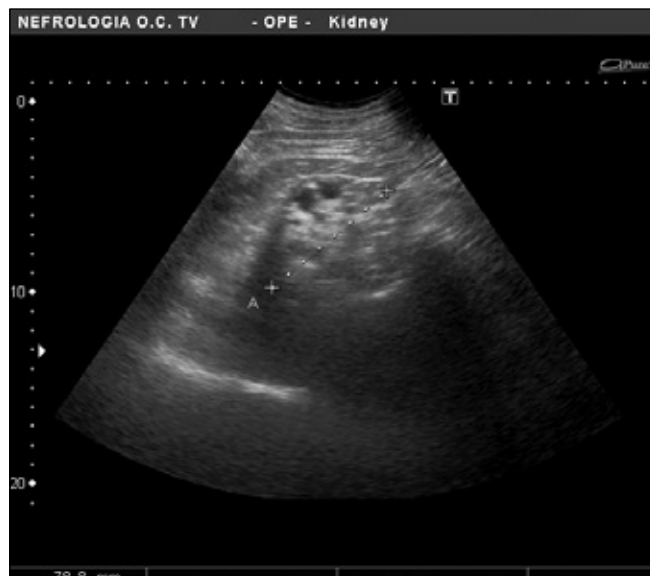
Controllo ecografico a 15 mesi dall'evento: regressione completa dell'ematoma con ricomparsa dell'originale aspetto di rene grinzoso.
